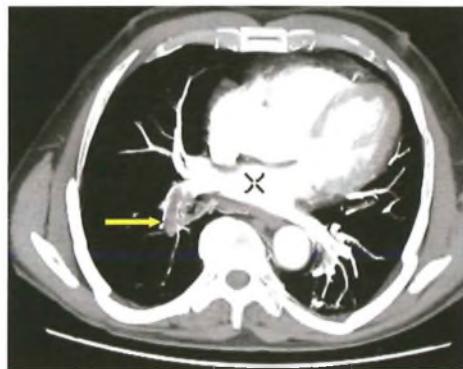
TAC: tromboembolia polmonare. Presenza di trombo non occludente a cavalier delle rami principali dell'arteria polmonare con estensione al ramo interlobare.
